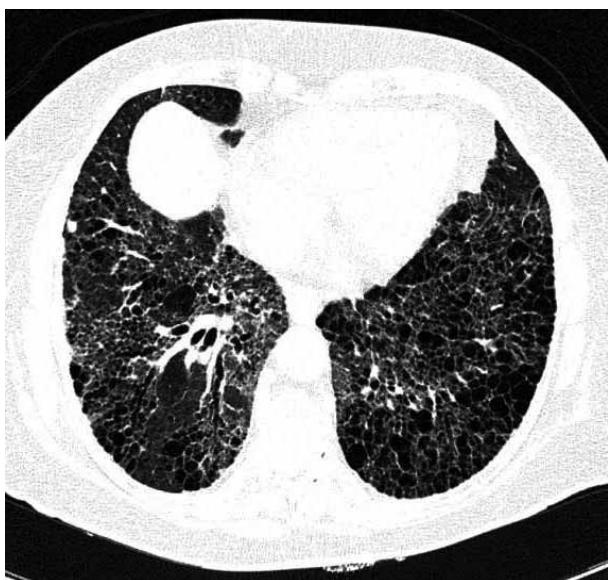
TAC de alta resolución de enferma con linfangioleiomomatosis. Obsérvese el parénquima pulmonar sustituido por múltiples quistes de paredes finas.
